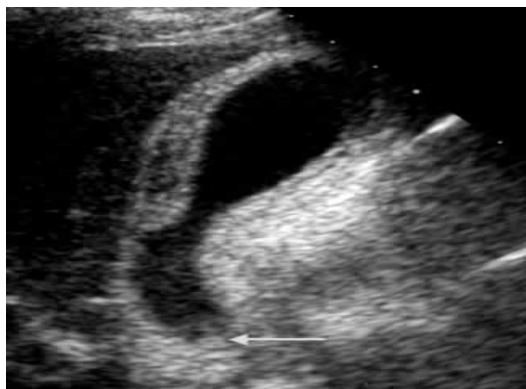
signe de CA en échographie :
